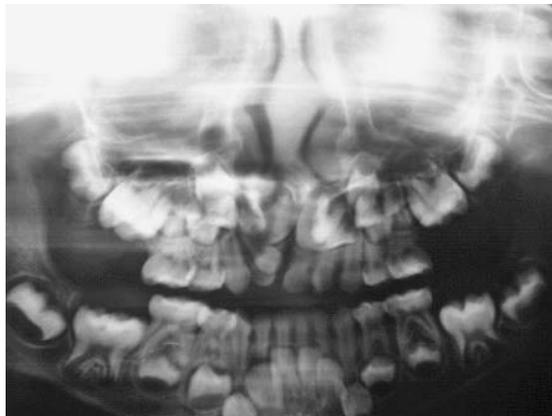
Radiografia panorâmica constatando a presença de dente intranasal.
